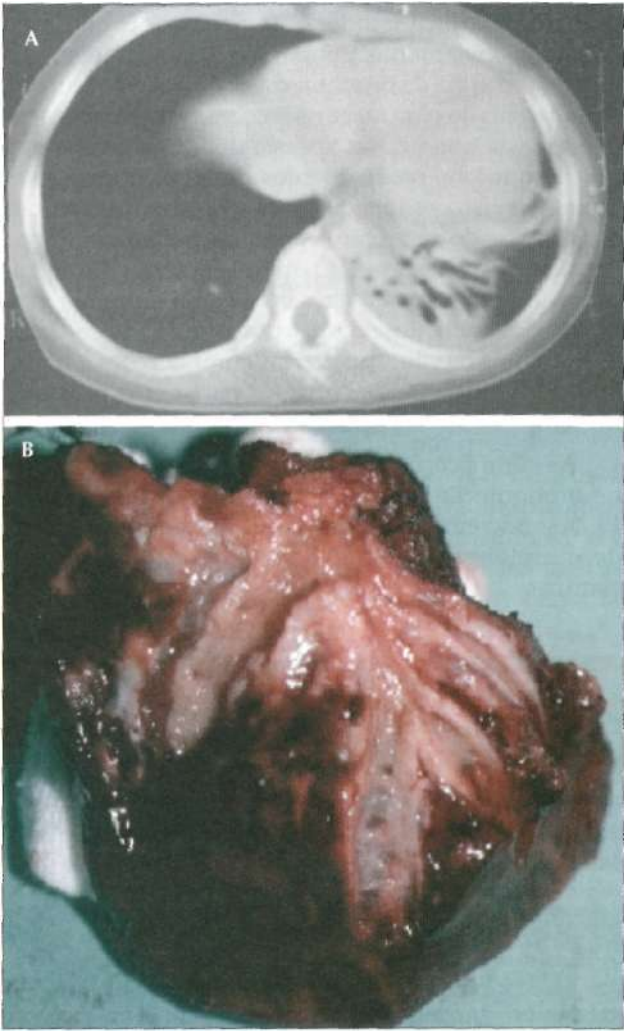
A) A tomografiã demonstra bronquiectasias cilíndricas do lobo inferior esquerdo em uma paciente de sete anos. B) A peça cirúrgica do mesmo caso confirmando os achados da tomografiã.
